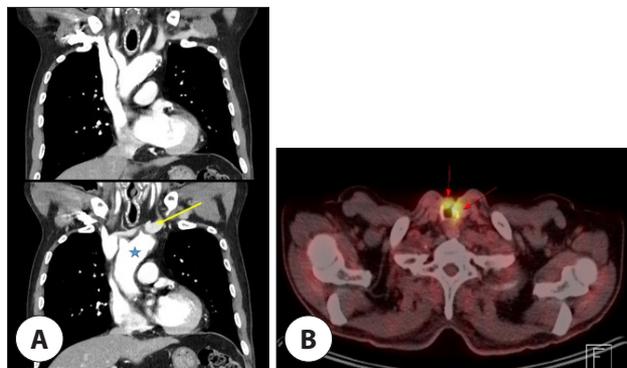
Preoperative imaging findings. A: Coronal view. The blue star indicates the ascending aorta and the yellow arrow indicates Lt. brachiocephalic vein. B: ¹⁸F-FDG PET-CT axial view. Intense uptake of FDG on anterior and left lateral side of tracheostoma shows the recurrence of tumor.
